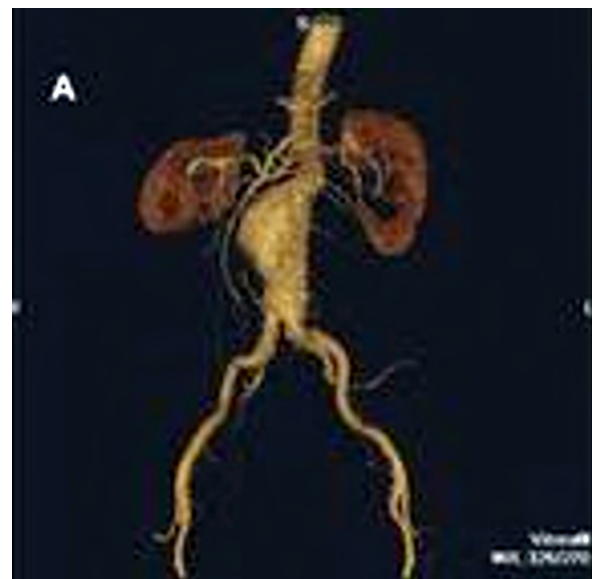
Angiotomografía de AAA.
